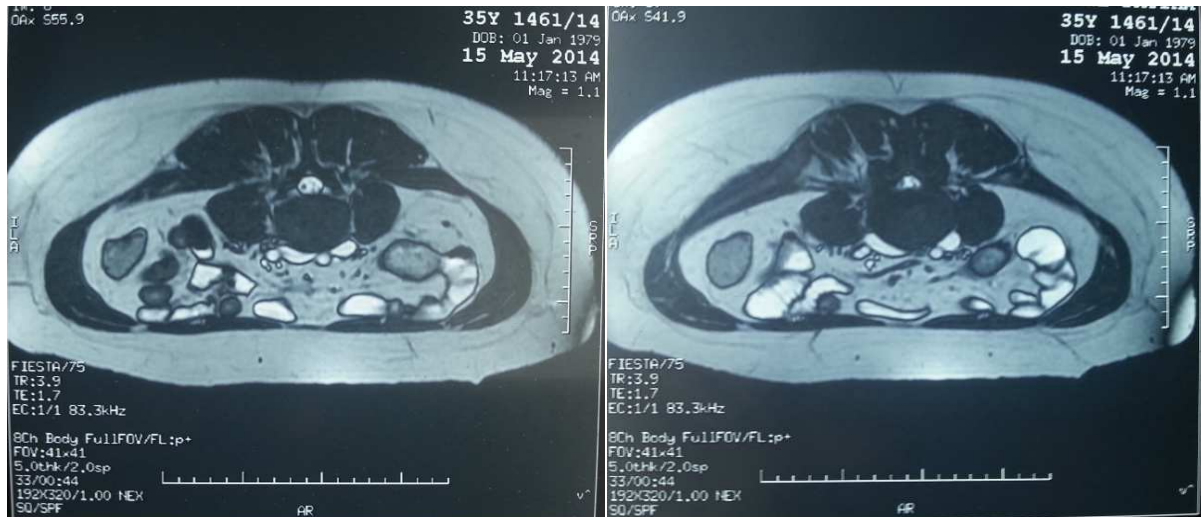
Entéro-IRM. Alternance de zones de dilatation et de sténoses coliques avec épaissement de la DAI mesurant 8 mm.
